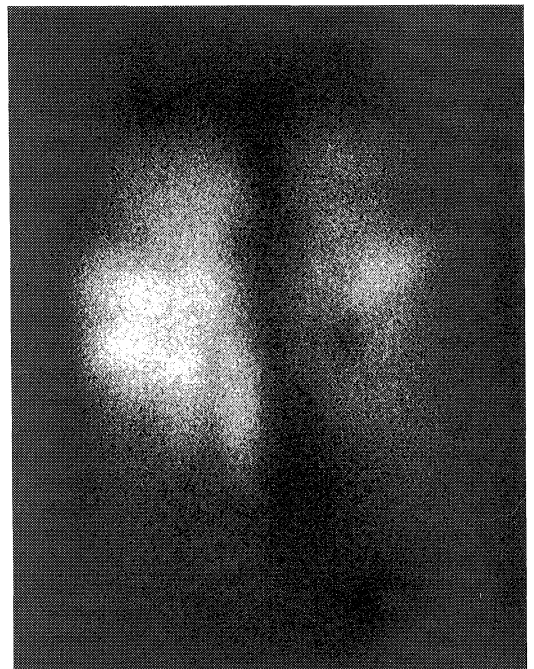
Perfusion scintigraphy.
